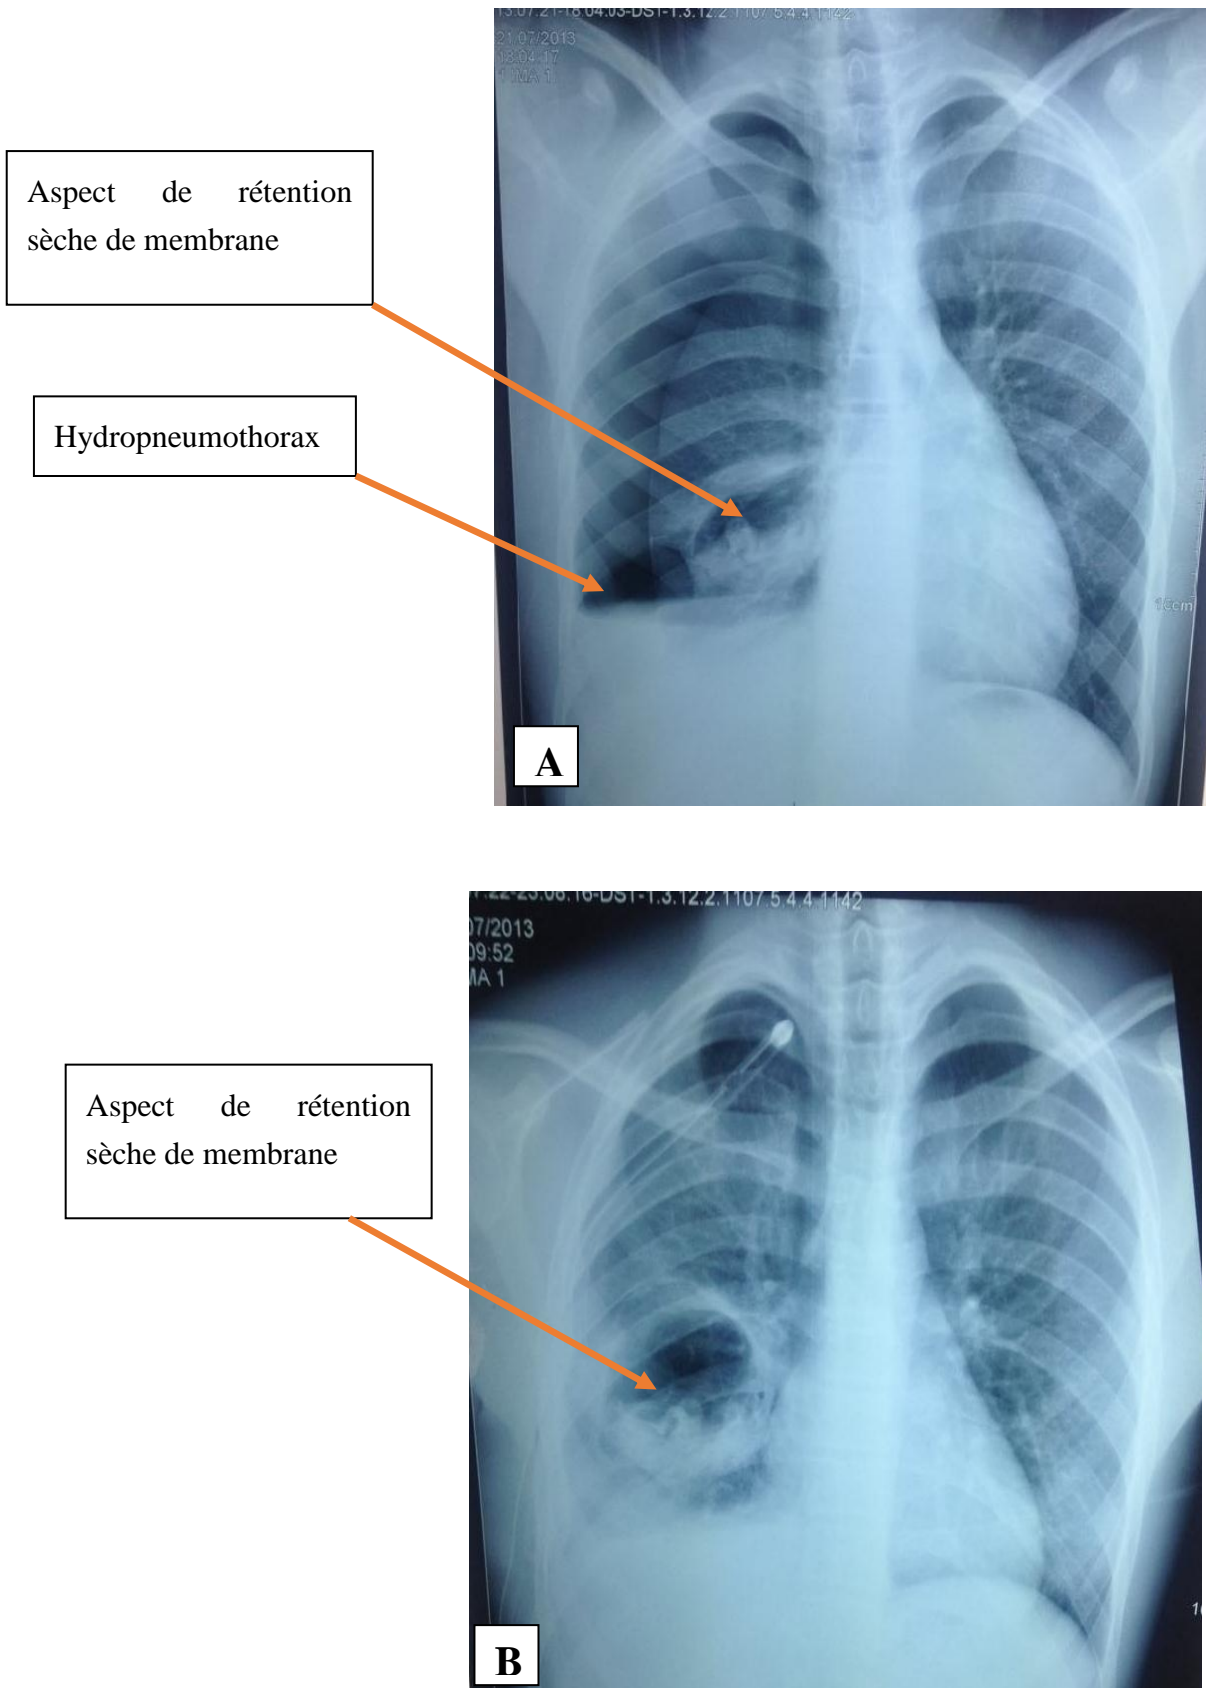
radiographie du thorax : KHP rompu dans la plèvre (A, B)
